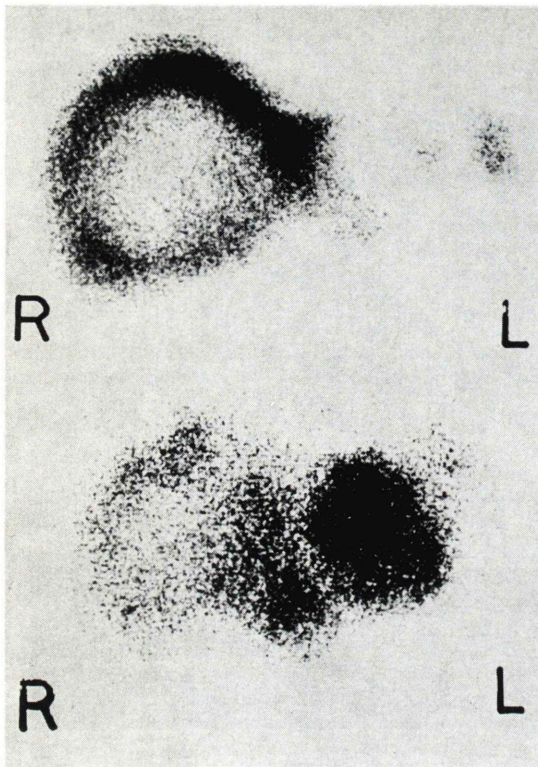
The anterior view of PHO/CON liver scan with  $^{99m}\text{Tc}$  phytate (top) and  $^{67}\text{Ga}$  (bottom) on same tomographic plane in a patient with hepatoma. The colloidal scan shows two focal defects in the right and left lobe of the liver. Another suspicious area is noticed in the inferior surface of right lobe.
